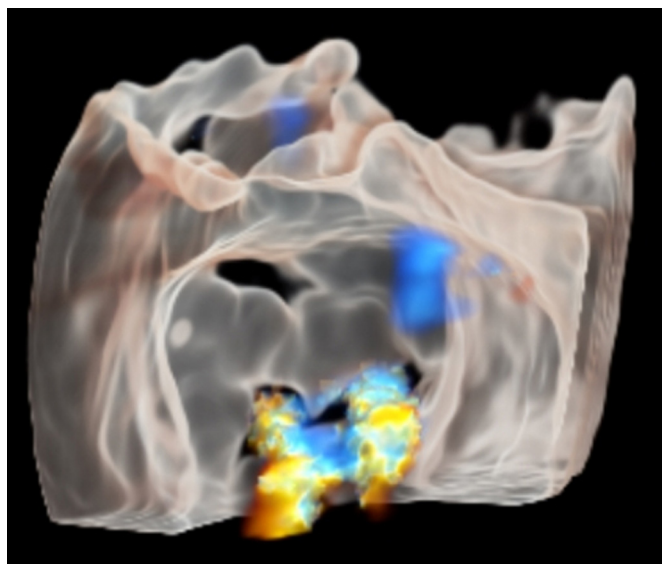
Ecocardiografía transesofágica 3D con Doppler color y herramienta TrueVue Glass. Se aprecian dos jets de regurgitación.
